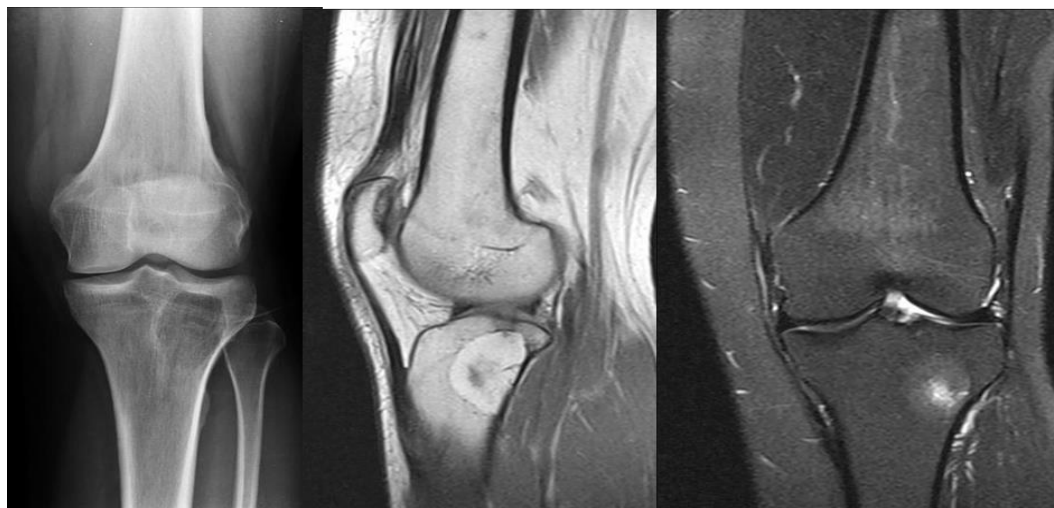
Внутрішньокісткова ліпома. Рентгенограма колінного суглоба в прямій проекції і МРТ T133 та STIR зображення у сагітальній і фронтальній площинах – у зовнішньому відділі проксимального епіметафіза великогомілкової кістки визначається округлої форми кістковий дефект, який за сигнальними характеристиками на МРТ (гіперінтенсивними) відповідає наявності жирової тканини.
